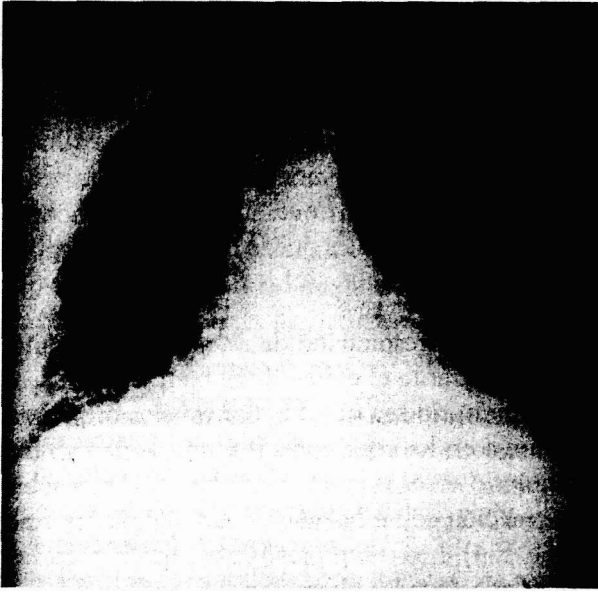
Radiografía de tórax de un paciente con fibrosis pulmonar intersticial. Obsérvense el pulmón y la parrilla costal pequeños y contraídos y el diafragma elevado (compárese con el aspecto normal de la figura 4-8A).
